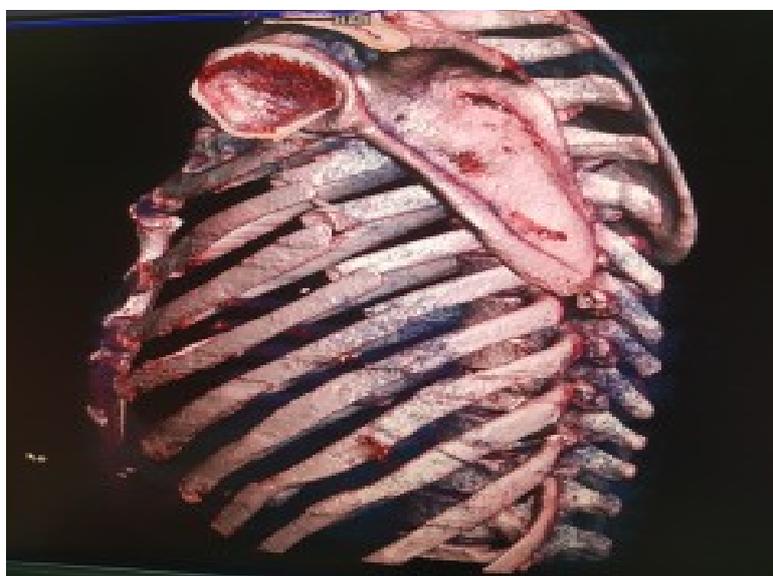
3-D моделированная КТ грудной клетки – переломы ребер слева.
